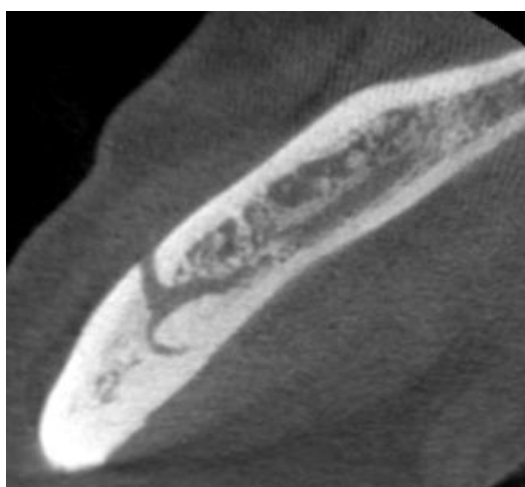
Presencia del Canal lingual lateral en corte axial oblicuo en CBCT.
